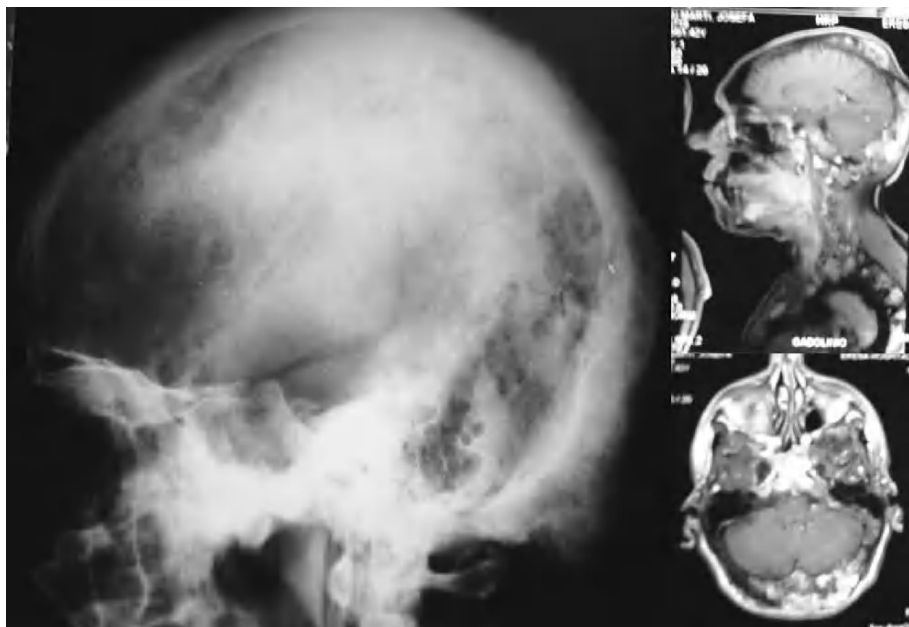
En la radiología convencional (izquierda) y en la resonancia magnética (derecha) se observan las deformidades en el cráneo.
